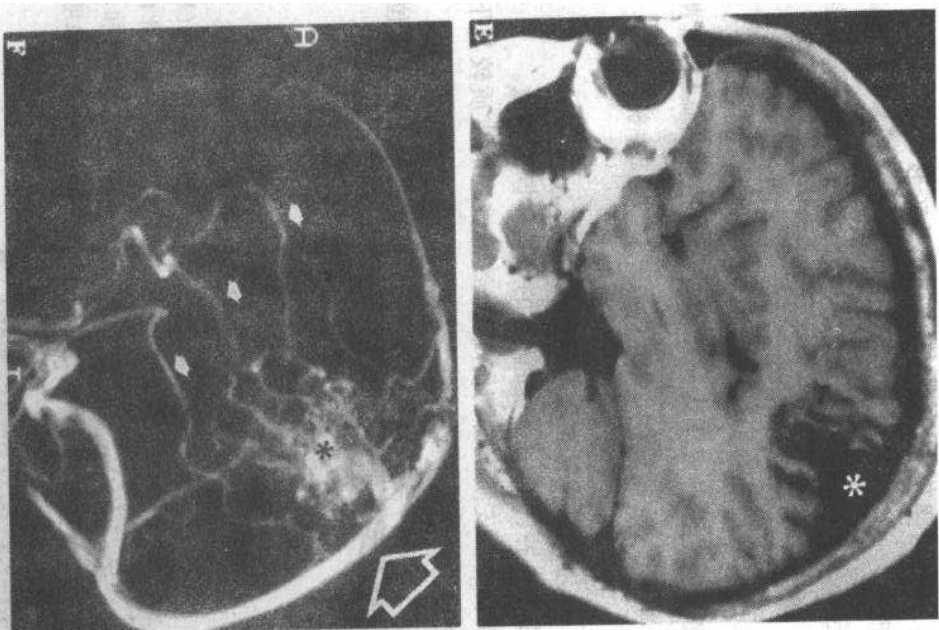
动脉畸形。CT 平扫(A)显示一出血区(*),增强 CT 扫描显示迂曲的异常血管(箭头),以及增强的静脉(多箭头 B)。此例病人显示了增强扫描在诊断临床难以解释的出血中的重要性。MR 冠状面 T1 加权像(C)在诊断此类病变中的优越性得以彻底展示,不使用造影剂即可显示病变的三种组成成分:畸形中的血流流空(白*),出血(黑*)和主要引流静脉(Rosenthal 静脉)的快速血流(箭头)
